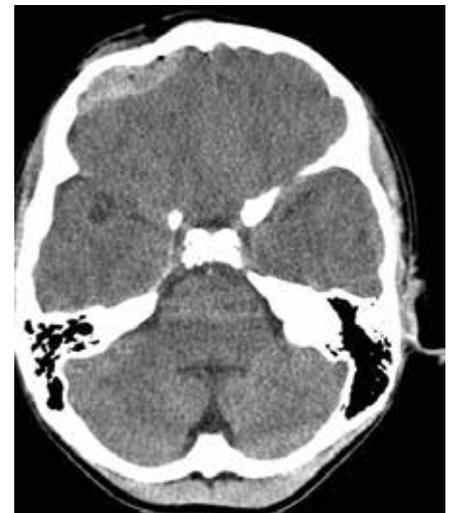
Computertomografie – Darstellung im Weichteilfenster. Frontal epidurales Hämatom. Die kleinen Lufteinschlüsse an der Kalotte weisen das offene SHT nach (gleicher Patient wie in Abb. 3a)
